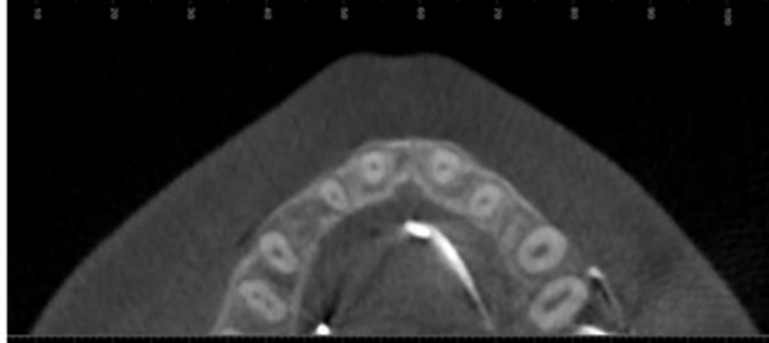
Bilgisayarlı tomografi kesitlerinin şematik görüntüsü. Ölçülen kemik kalınlıkları kırmızı çizgilerle gösterilmiştir.
